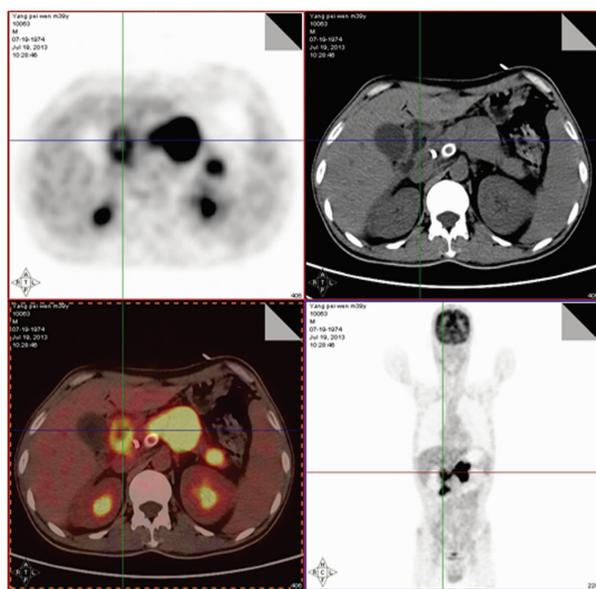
PET-CT 检查(2013 年 7 月 19 日)
